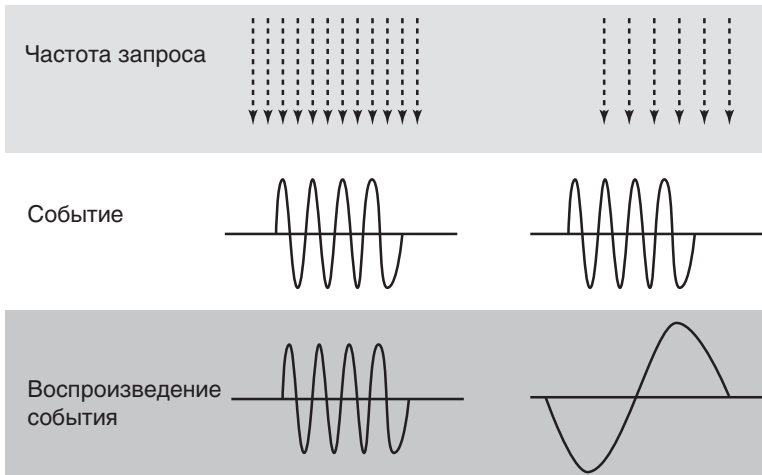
Наложение. На рисунке, на котором синусоида — это событие, формирующееся в режиме реального времени, а вертикальные стрелки в верхней части экрана представляют собой частоту запроса, видно, что частый запрос дает точное воспроизведение события. Точное описание ультразвукового события должно соответствовать условию, известному как предел Найквиста: $f_s \geq 2b$, где f_s — частота дискретизации, а $2b$ — максимальная частота полезного сигнала. Меньшая частота дискретизации (справа) приводит к неправильной интерпретации события (диаграмма взята из Diagnostic Ultrasound, 3rd Ed., Figs. 1–40. P. 33)
